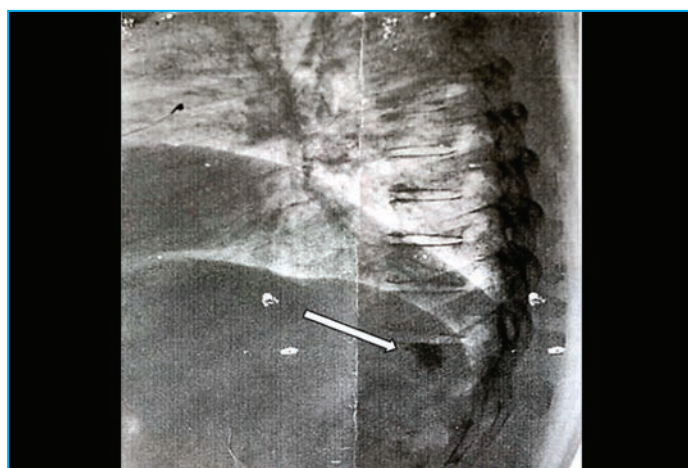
Рентгенограмма грудного отдела от 28.10.2019, стрелкой указана область вертебропластики
